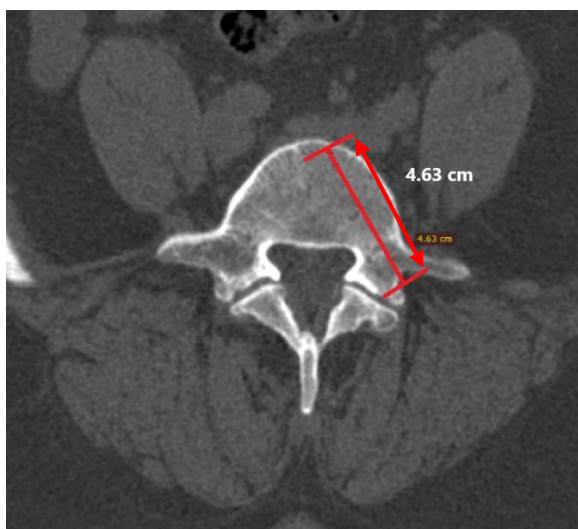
Измерение относительной длины транспедикулярного винта на аксиальной проекции компьютерной томограммы
